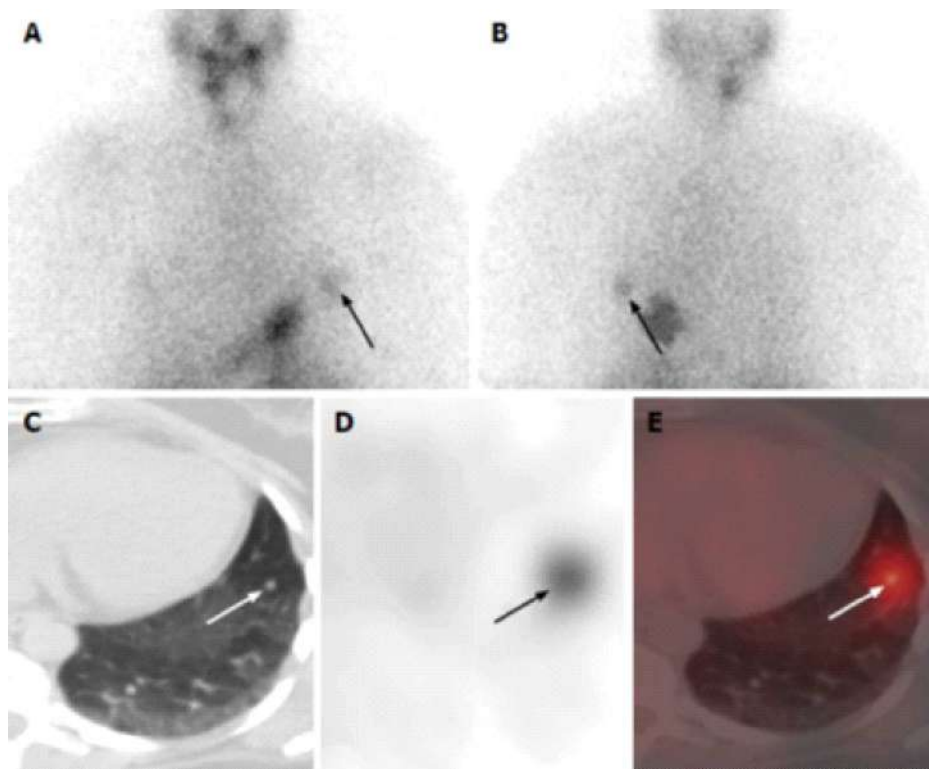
Планарная и однофотонная эмиссионная компьютерная томография всего тела с I-131 перед абляции у 45-летней женщины с папиллярным раком щитовидной железы после тотальной тиреоидэктомии. На переднем (А) и заднем (В) планарных снимках виден активный фокус в левой грудной клетке (стрелка), который лучше визуализируется на заднем снимке.
